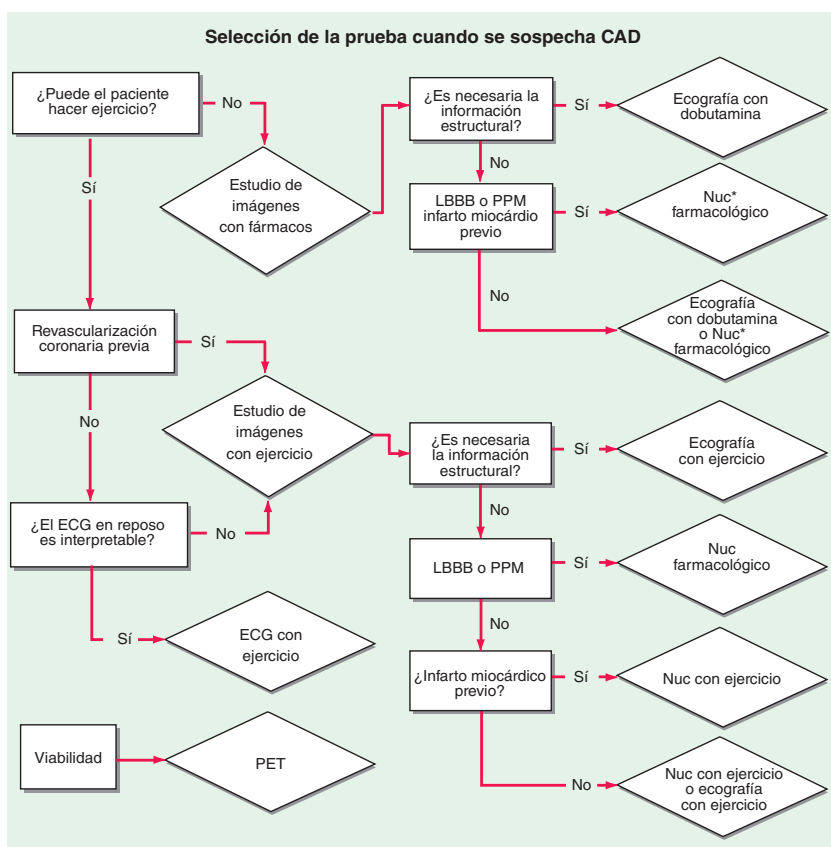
Flujograma que muestra selección de la prueba de estrés inicial en un paciente con dolor torácico. LBBB, bloqueo de la rama izquierda del haz de His. Nuc, estudio de imágenes nucleares mediante SPECT; Farm, farmacológico. *Valorar PET si hay obesidad patológica o se trata de una mujer con mamas grandes y densas.
